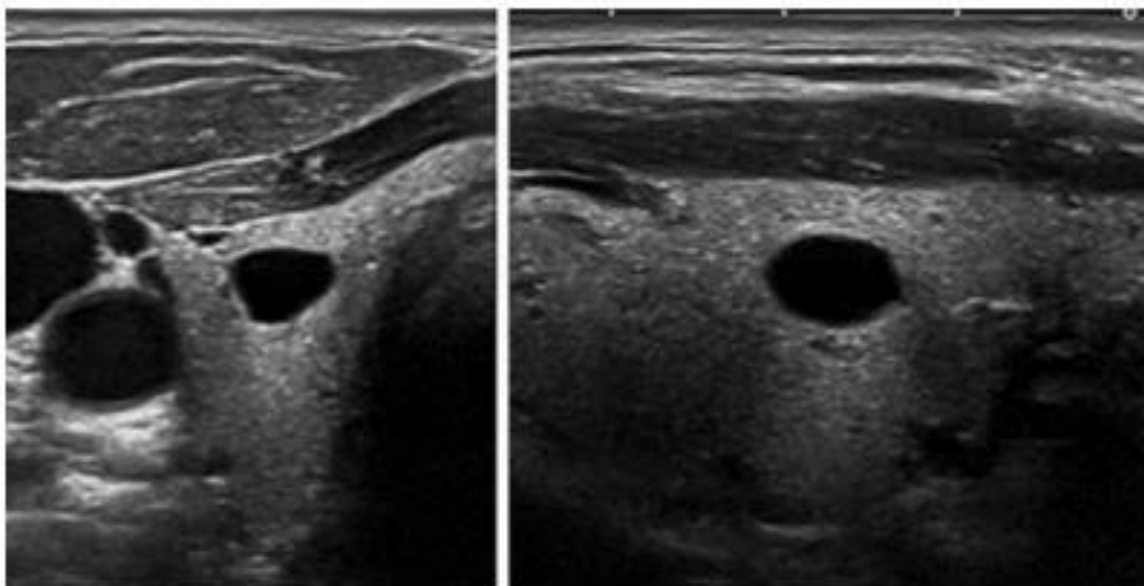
Aspect échographique EU-TIRADS 2 : Kyste pur / anéchogène. Coupe Transversale (gauche) et coupe longitudinale (droit) (159)
